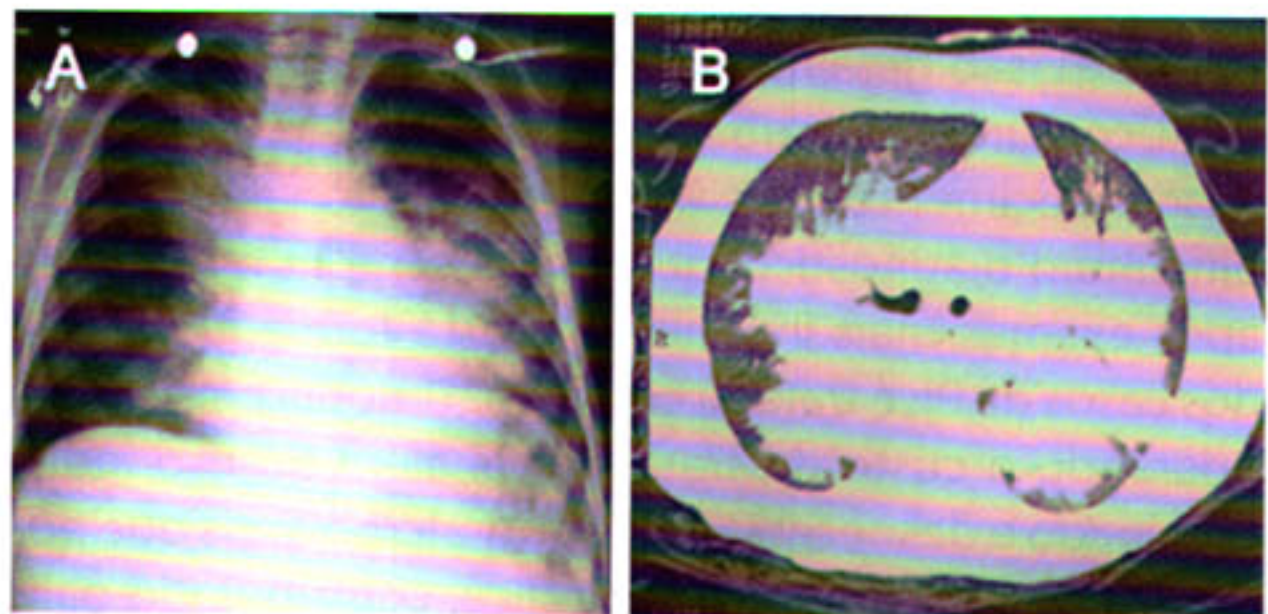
(A): Radiografia de tórax mostra consolidações perihilares e basais bilaterais mais acentuadas à esquerda. (B): Tomografia computadorizada do tórax mostra extensas consolidações com broncograma aéreo predominando nos segmentos posteriores de ambos os pulmões e opacidade em vidro fosco adjacente.
